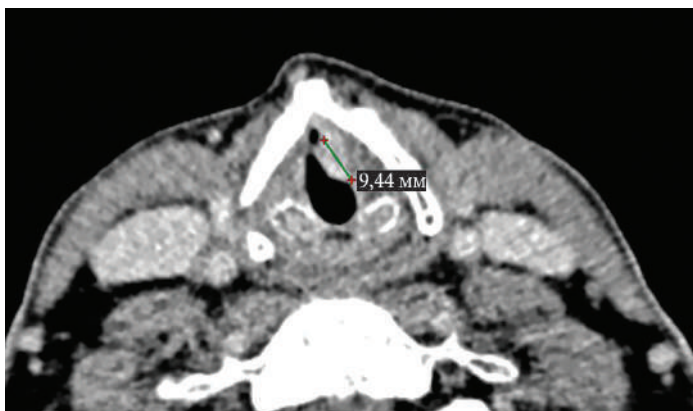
Компьютерная томография новообразования гортани, активно накапливающего контрастный препарат
